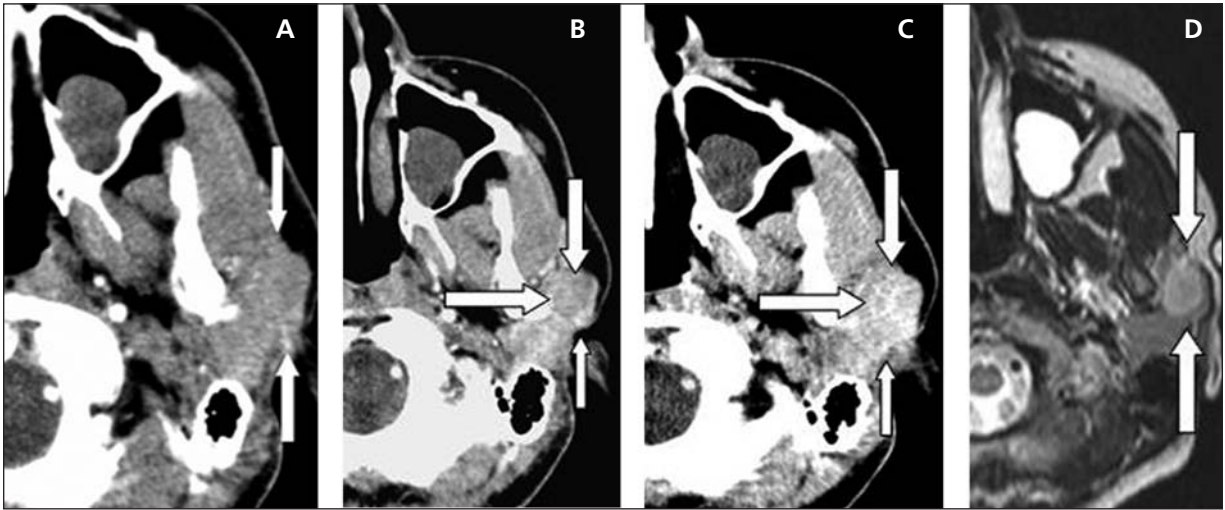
Warthin tümörü. A: BT (30. sn), B: BT (90. sn) C: MRG.
